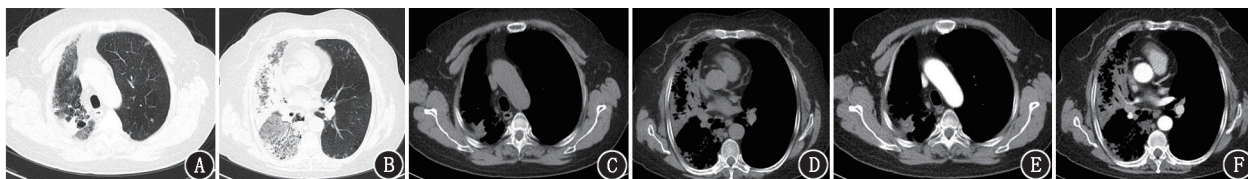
肺弥漫性病变患者(女, 67 岁)胸部增强 CT 图。A, B. 平扫 CT 肺窗见右肺弥漫大片状磨玻璃密度及实变影, 其内散在小囊状透光区, 左肺多发微、小结节; C, D. 平扫 CT 纵隔窗见右肺病变密度不均; E, F. 增强 CT 见右肺病变呈不均匀的轻中度强化, 其内见血管强化影, 呈“血管造影征”
